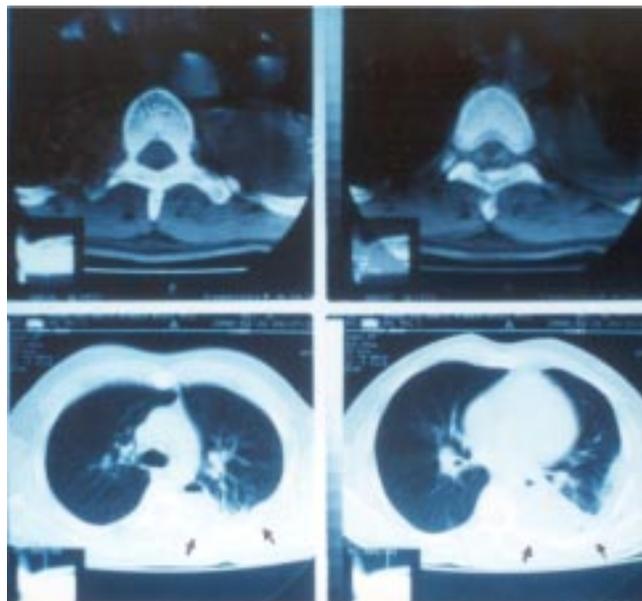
Tomografía de la porción inferior del tórax a nivel de T-8, destaca la presencia de líquido en la cavidad izquierda (señalado por las flechas)
